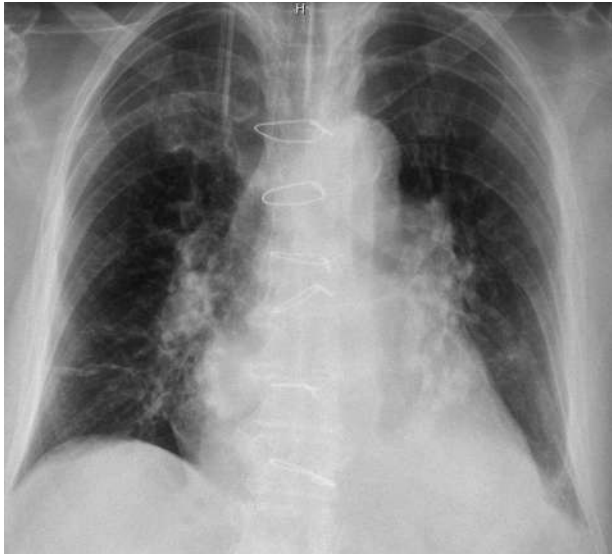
Рентгенография органов грудной клетки после экзубации
